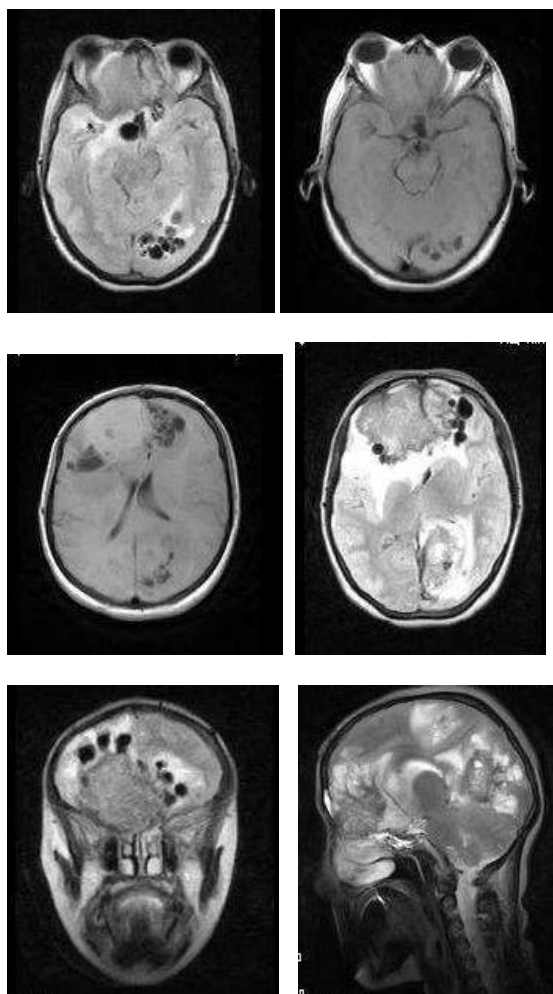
Магнитно-резонансная томография. Женщина 41г. Множественный альвеококкоз головного мозга с дислокацией срединных структур влево до 7,0мм; МР-признаки отека мозга и выраженного правостороннего экзофтальма.
